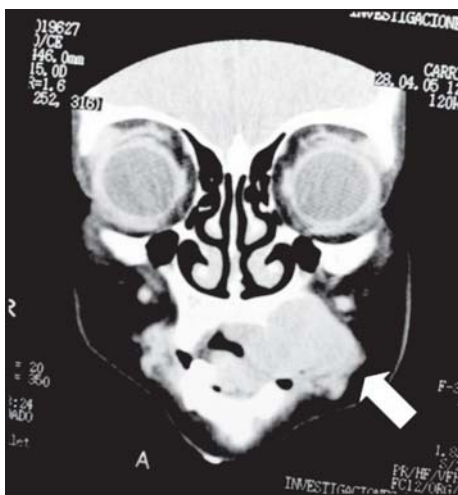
TAC de macizo craneofacial con contraste endovenoso: formación con densidad de partes blandas, heterogénea, que compromete el maxilar superior izquierdo y se extiende hasta la línea media, provocando osteólisis grave y compromiso de partes blandas (flecha).
